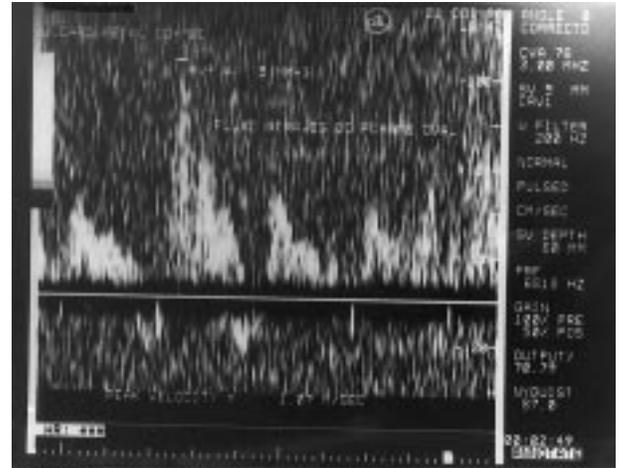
ECO doppler demonstrando fluxo turbulento através do foramen oval.
